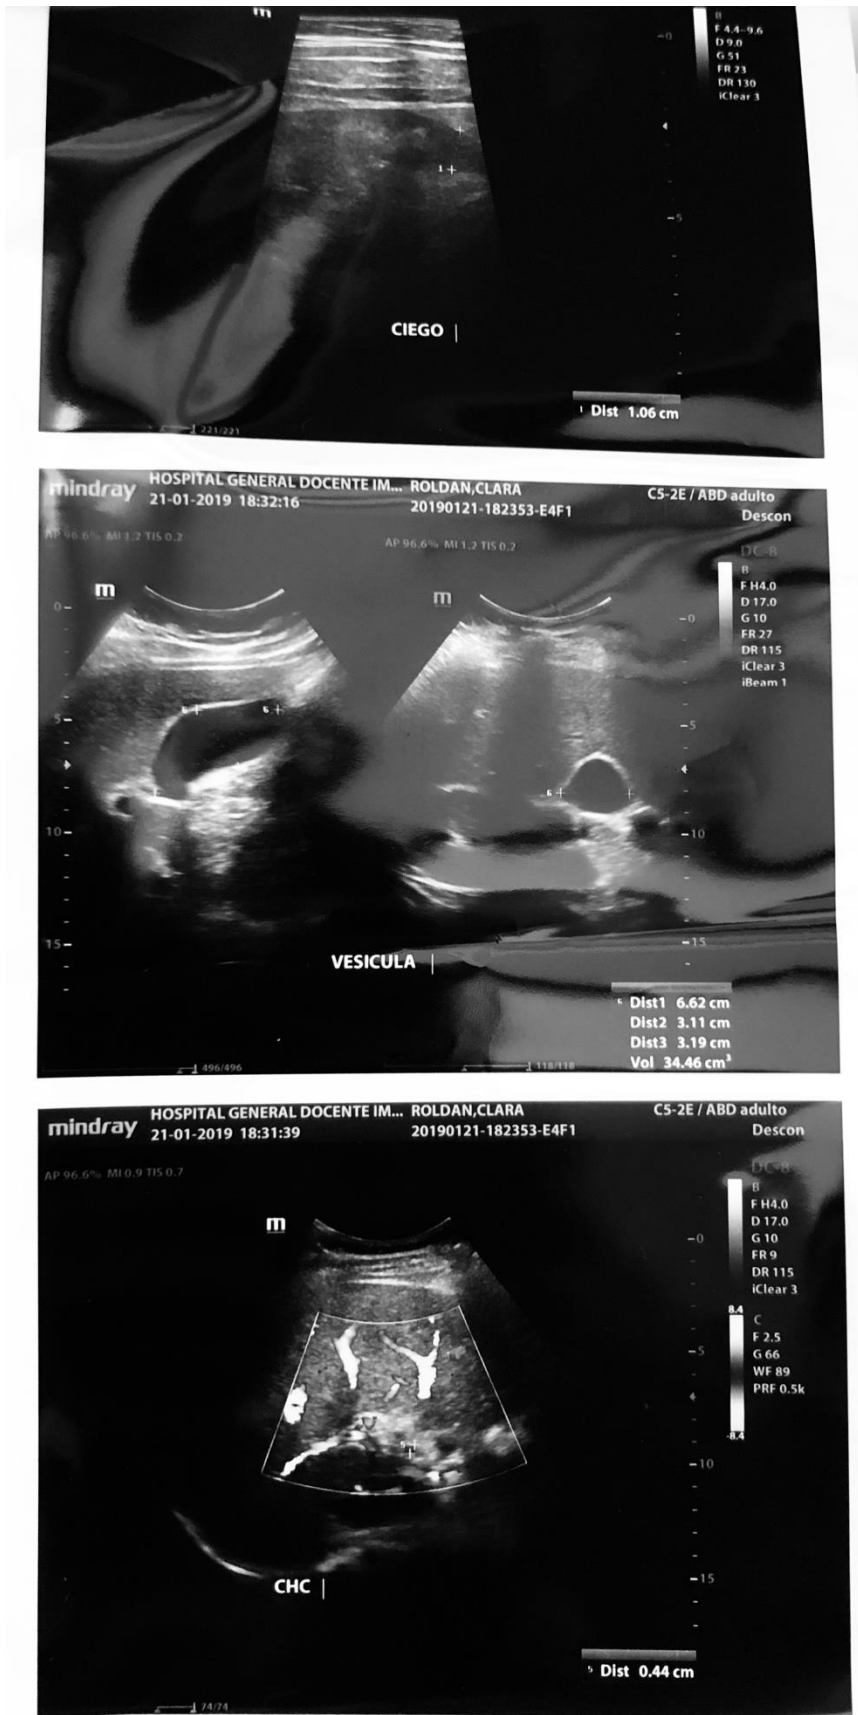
Ecografía de Abdomen superior y Pélvico
